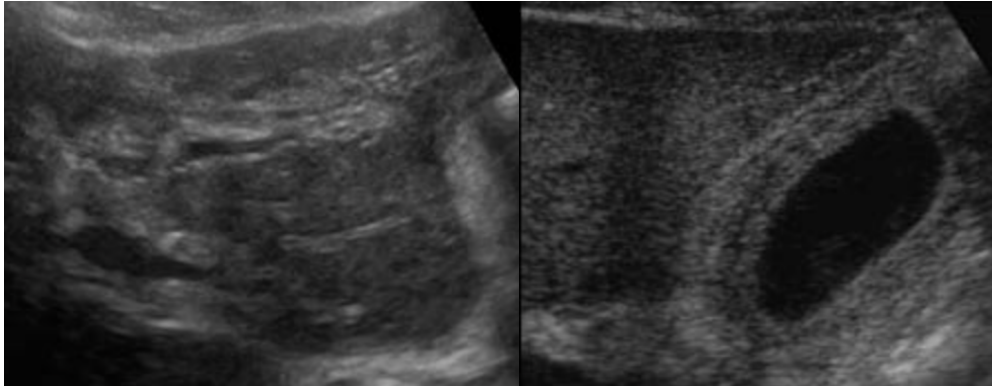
Hepatitis, ecografía con ecogenicidad periportal aumentada y vesícula con paredes engrosadas. <https://www.ultrasoundcases.info/hepatitis>
